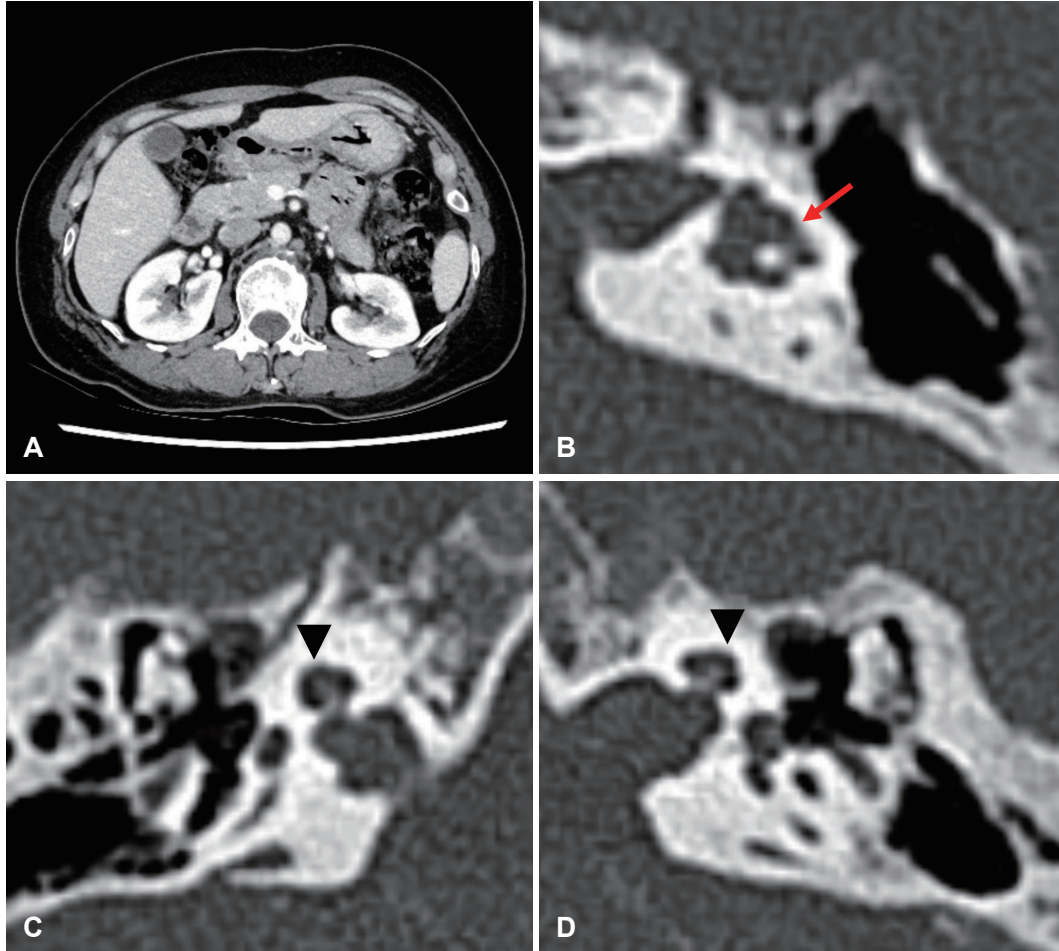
Temporal bone and abdominal CT findings. A: Abdominal CT scan revealed normal findings in both kidneys. B: Left vestibular deformity seen on temporal bone CT (red arrow). C and D: Incomplete rotation of both cochlear seen on temporal bone CT (black arrowhead).
